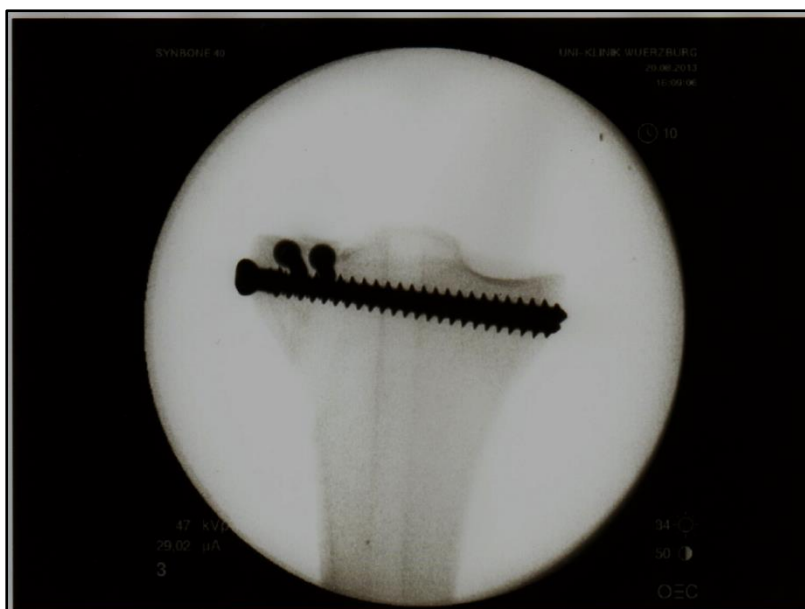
Das Röntgenbild zeigt eine Tibiakopfimpressionsfraktur nach der Versorgung mit der Jail-Technik.
